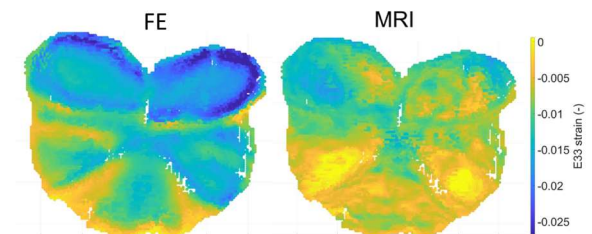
Comparison of axial compressive stresses obtained from the computational model (FE) and from MRI measurement (MRI).
